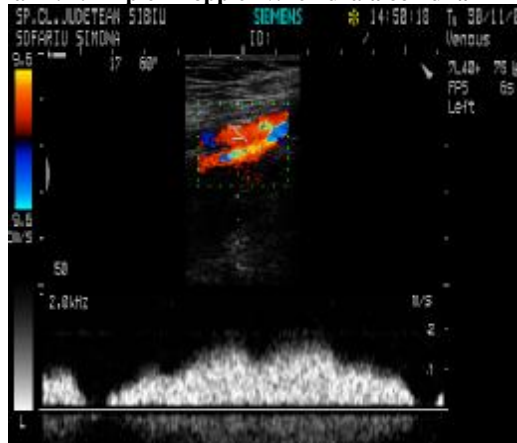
Triplex Doppler v. femurală comună
